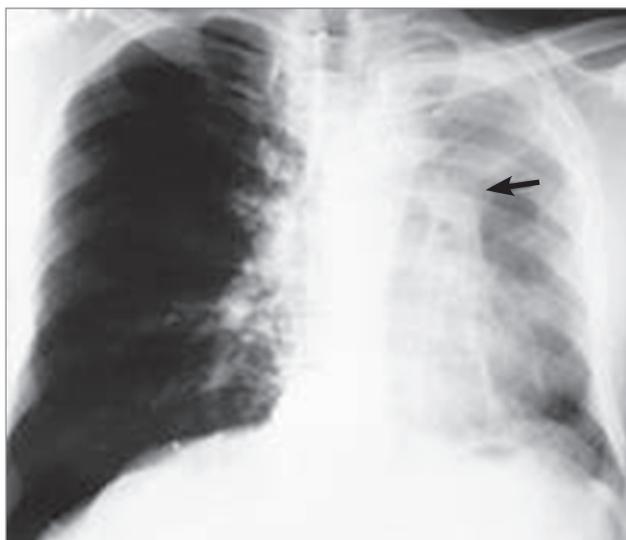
Метастаз рака почки в левом легком с прорастанием главного бронха. Рентгенография в прямой проекции
